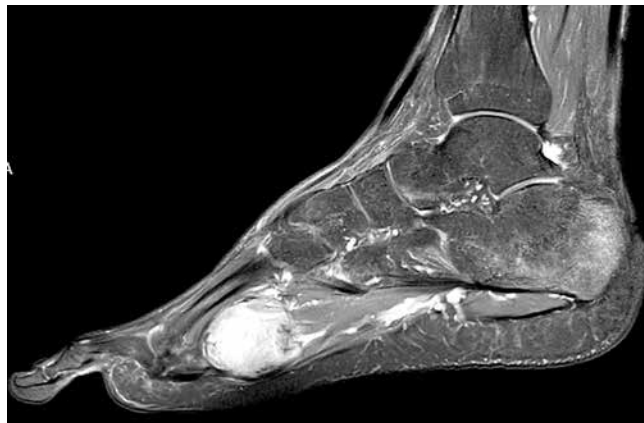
Фосфатурическая мезенхимальная опухоль стопы. Линии переломов, недостаточности и отек в дистальных отделах большеберцовой кости и пяточной кости. Магнитно-резонансная томография, PDW/SPAIR-взвешенные изображения, сагиттальная проекция
